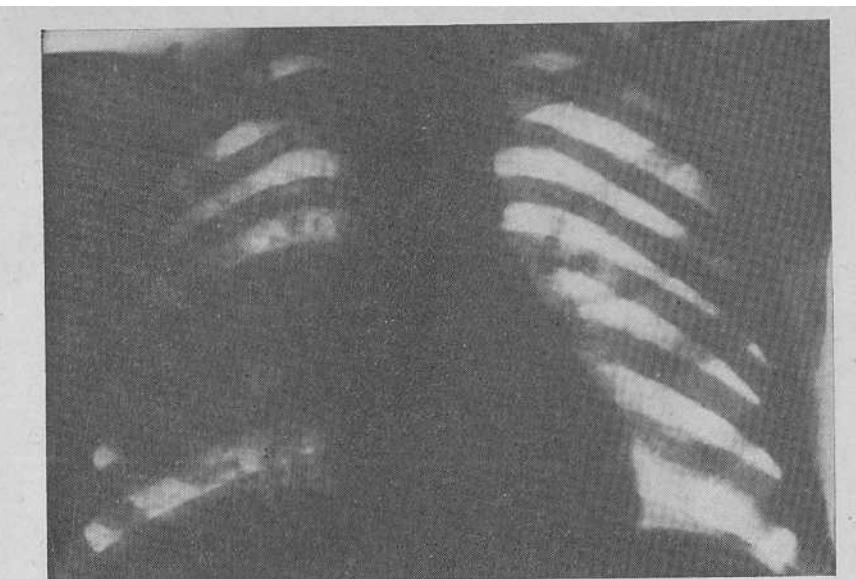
Первичный туберкулезный комплекс в правом легком. Пневмоническая стадия. Рентгенограмма.
